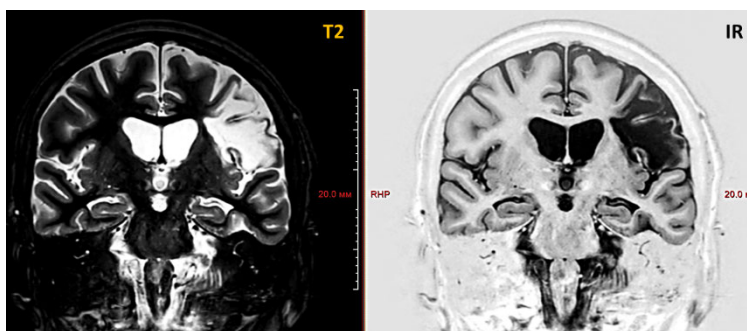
Исход перенесенного ишемического инсульта в левой лобно-теменной области головного мозга у больной 70 лет со структурной (лобно-височной) эпилепсией, данные МРТ (3Т) в режиме «эпипротокол»
